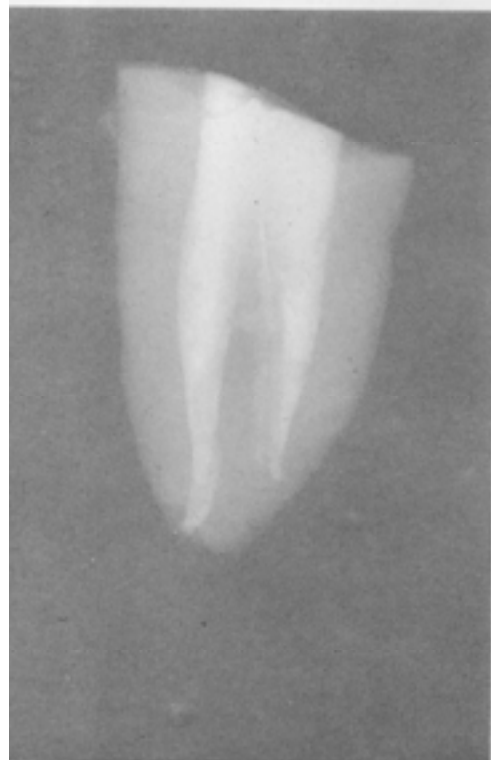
Same case: radiograph in mesio-distal projection of the roots.
